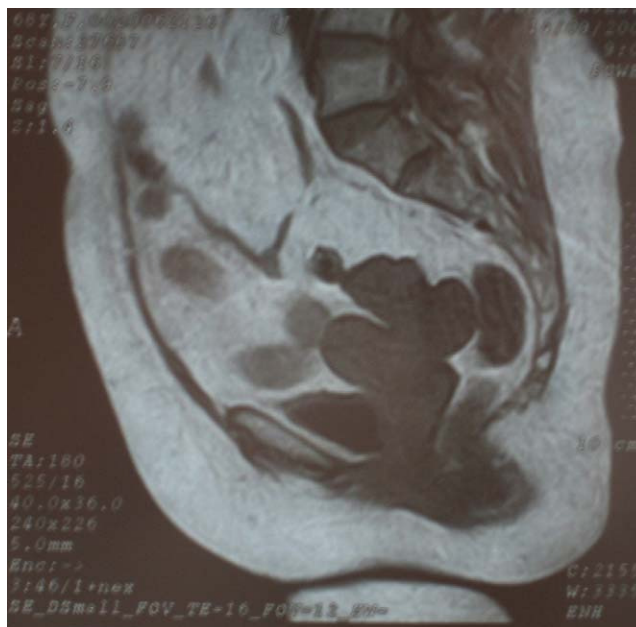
Resonancia magnética. Masa ovárica izquierda polilobulada con límites bien definidos.
